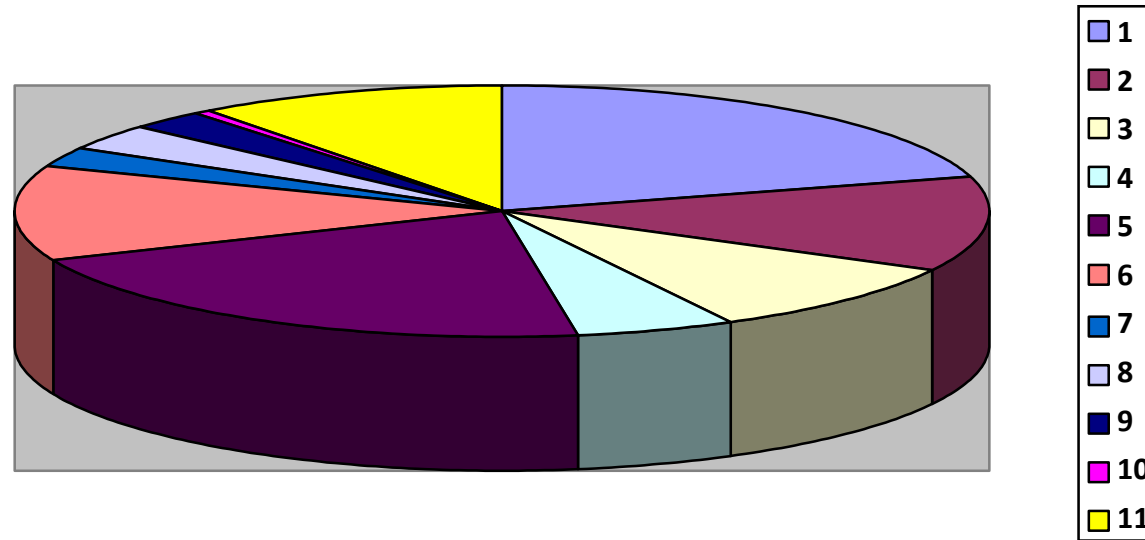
Структура захворювань вчителів музичних дисциплін.
